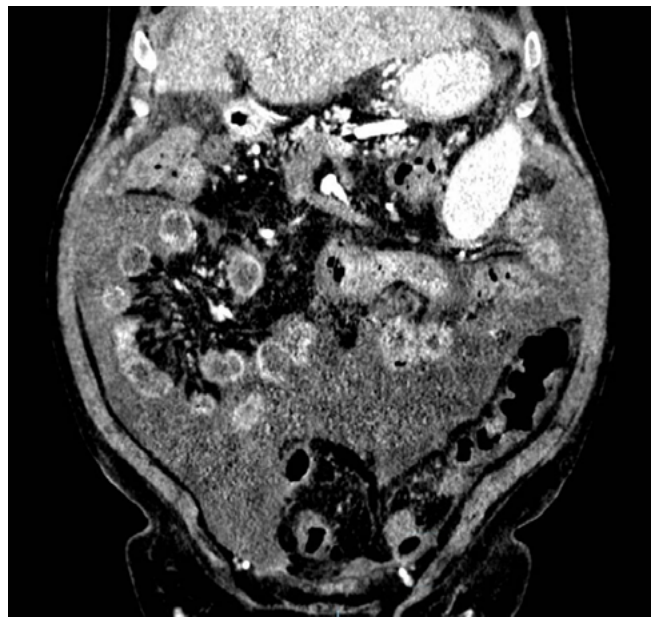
Corte coronal de tomografía computarizada donde se objetiva abundante ascitis pseudocoloculada con realce de las fascias peritoneales, compatible con peritonitis fúngica extensa.
